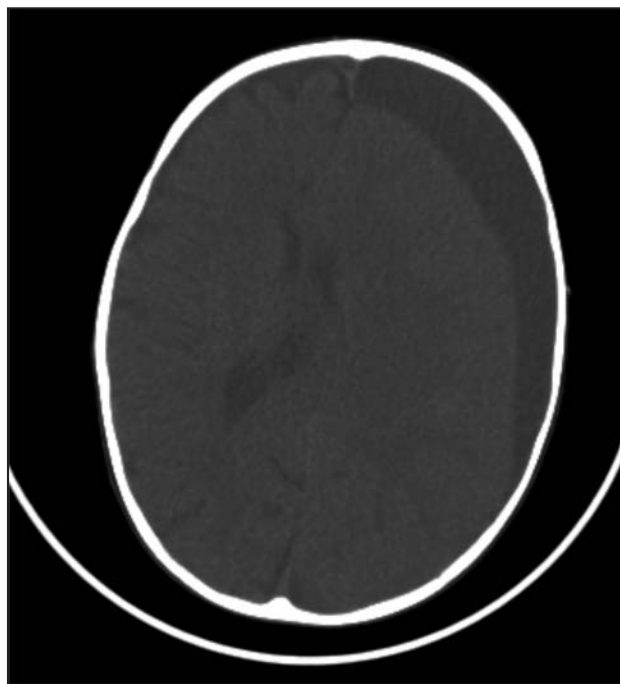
TC cranial. Mostra una col·lecció subdural hipodensa de convexitat esquerra frontoparietotemporal d'uns 26 mm de gruix màxim amb efecte massa que col·lapsa el ventricle lateral esquerre amb desplaçament de la línia mitjana i col·lapse de les cisternes perimesencefàliques esquerreres.
